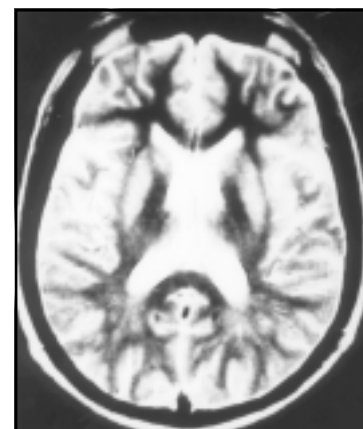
Ressonância magnética do encéfalo, ponderada em T2, no plano axial, mostrando a presença de áreas de hiper-intensidade ao nível do centro semi-oval bilateralmente.
